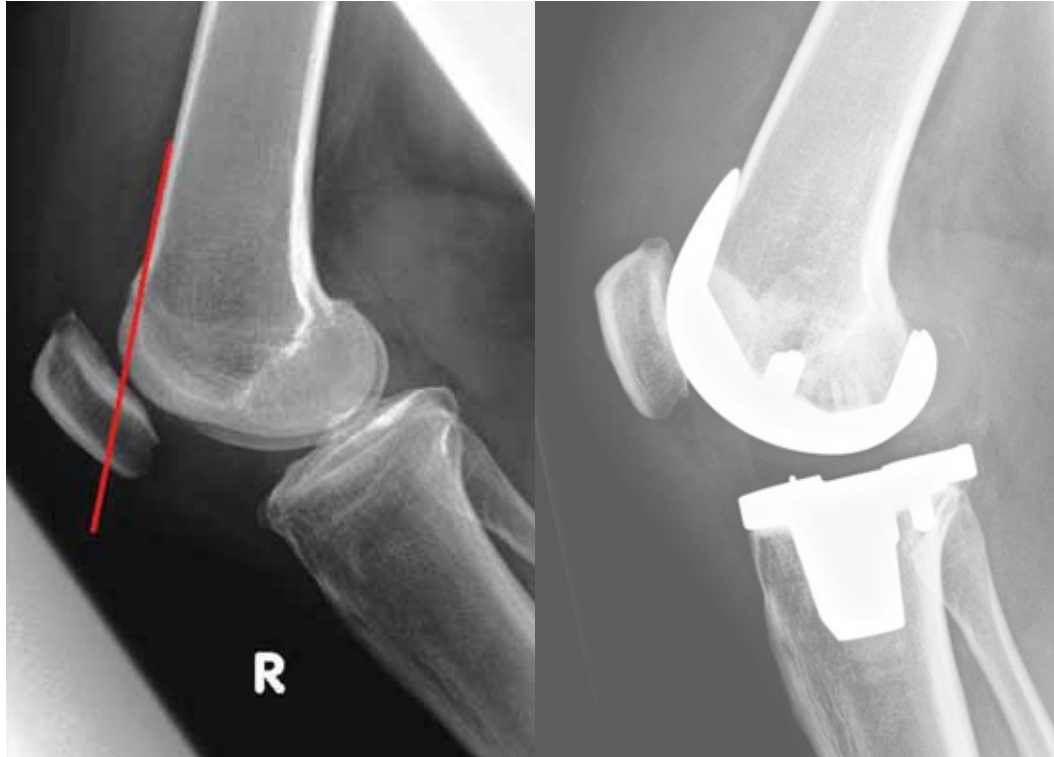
Preoperative and postoperative radiograph of a 58 year old man being treated with a TKA with a gender solution. The red line on the preoperative lateral view indicates an anatomical small ventral overhang of the patient and demonstrates the need for a gender solution with a thin femoral shield to preserve a low retropatellar pressure.
